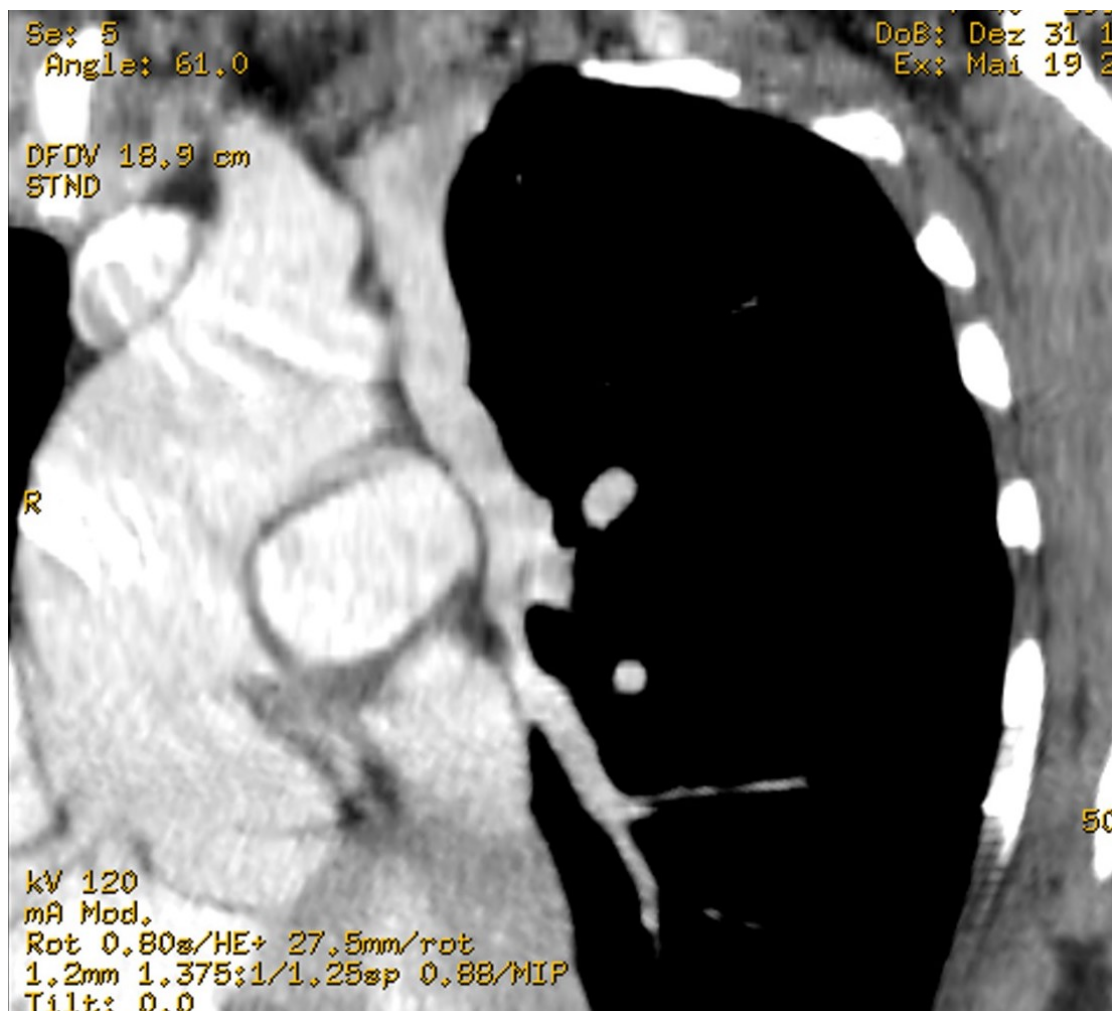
TC multislice do tórax com contraste (reformatação coronal angulada MIP) - Veia pulmonar superior esquerda drenando para uma veia anômala vertical.
